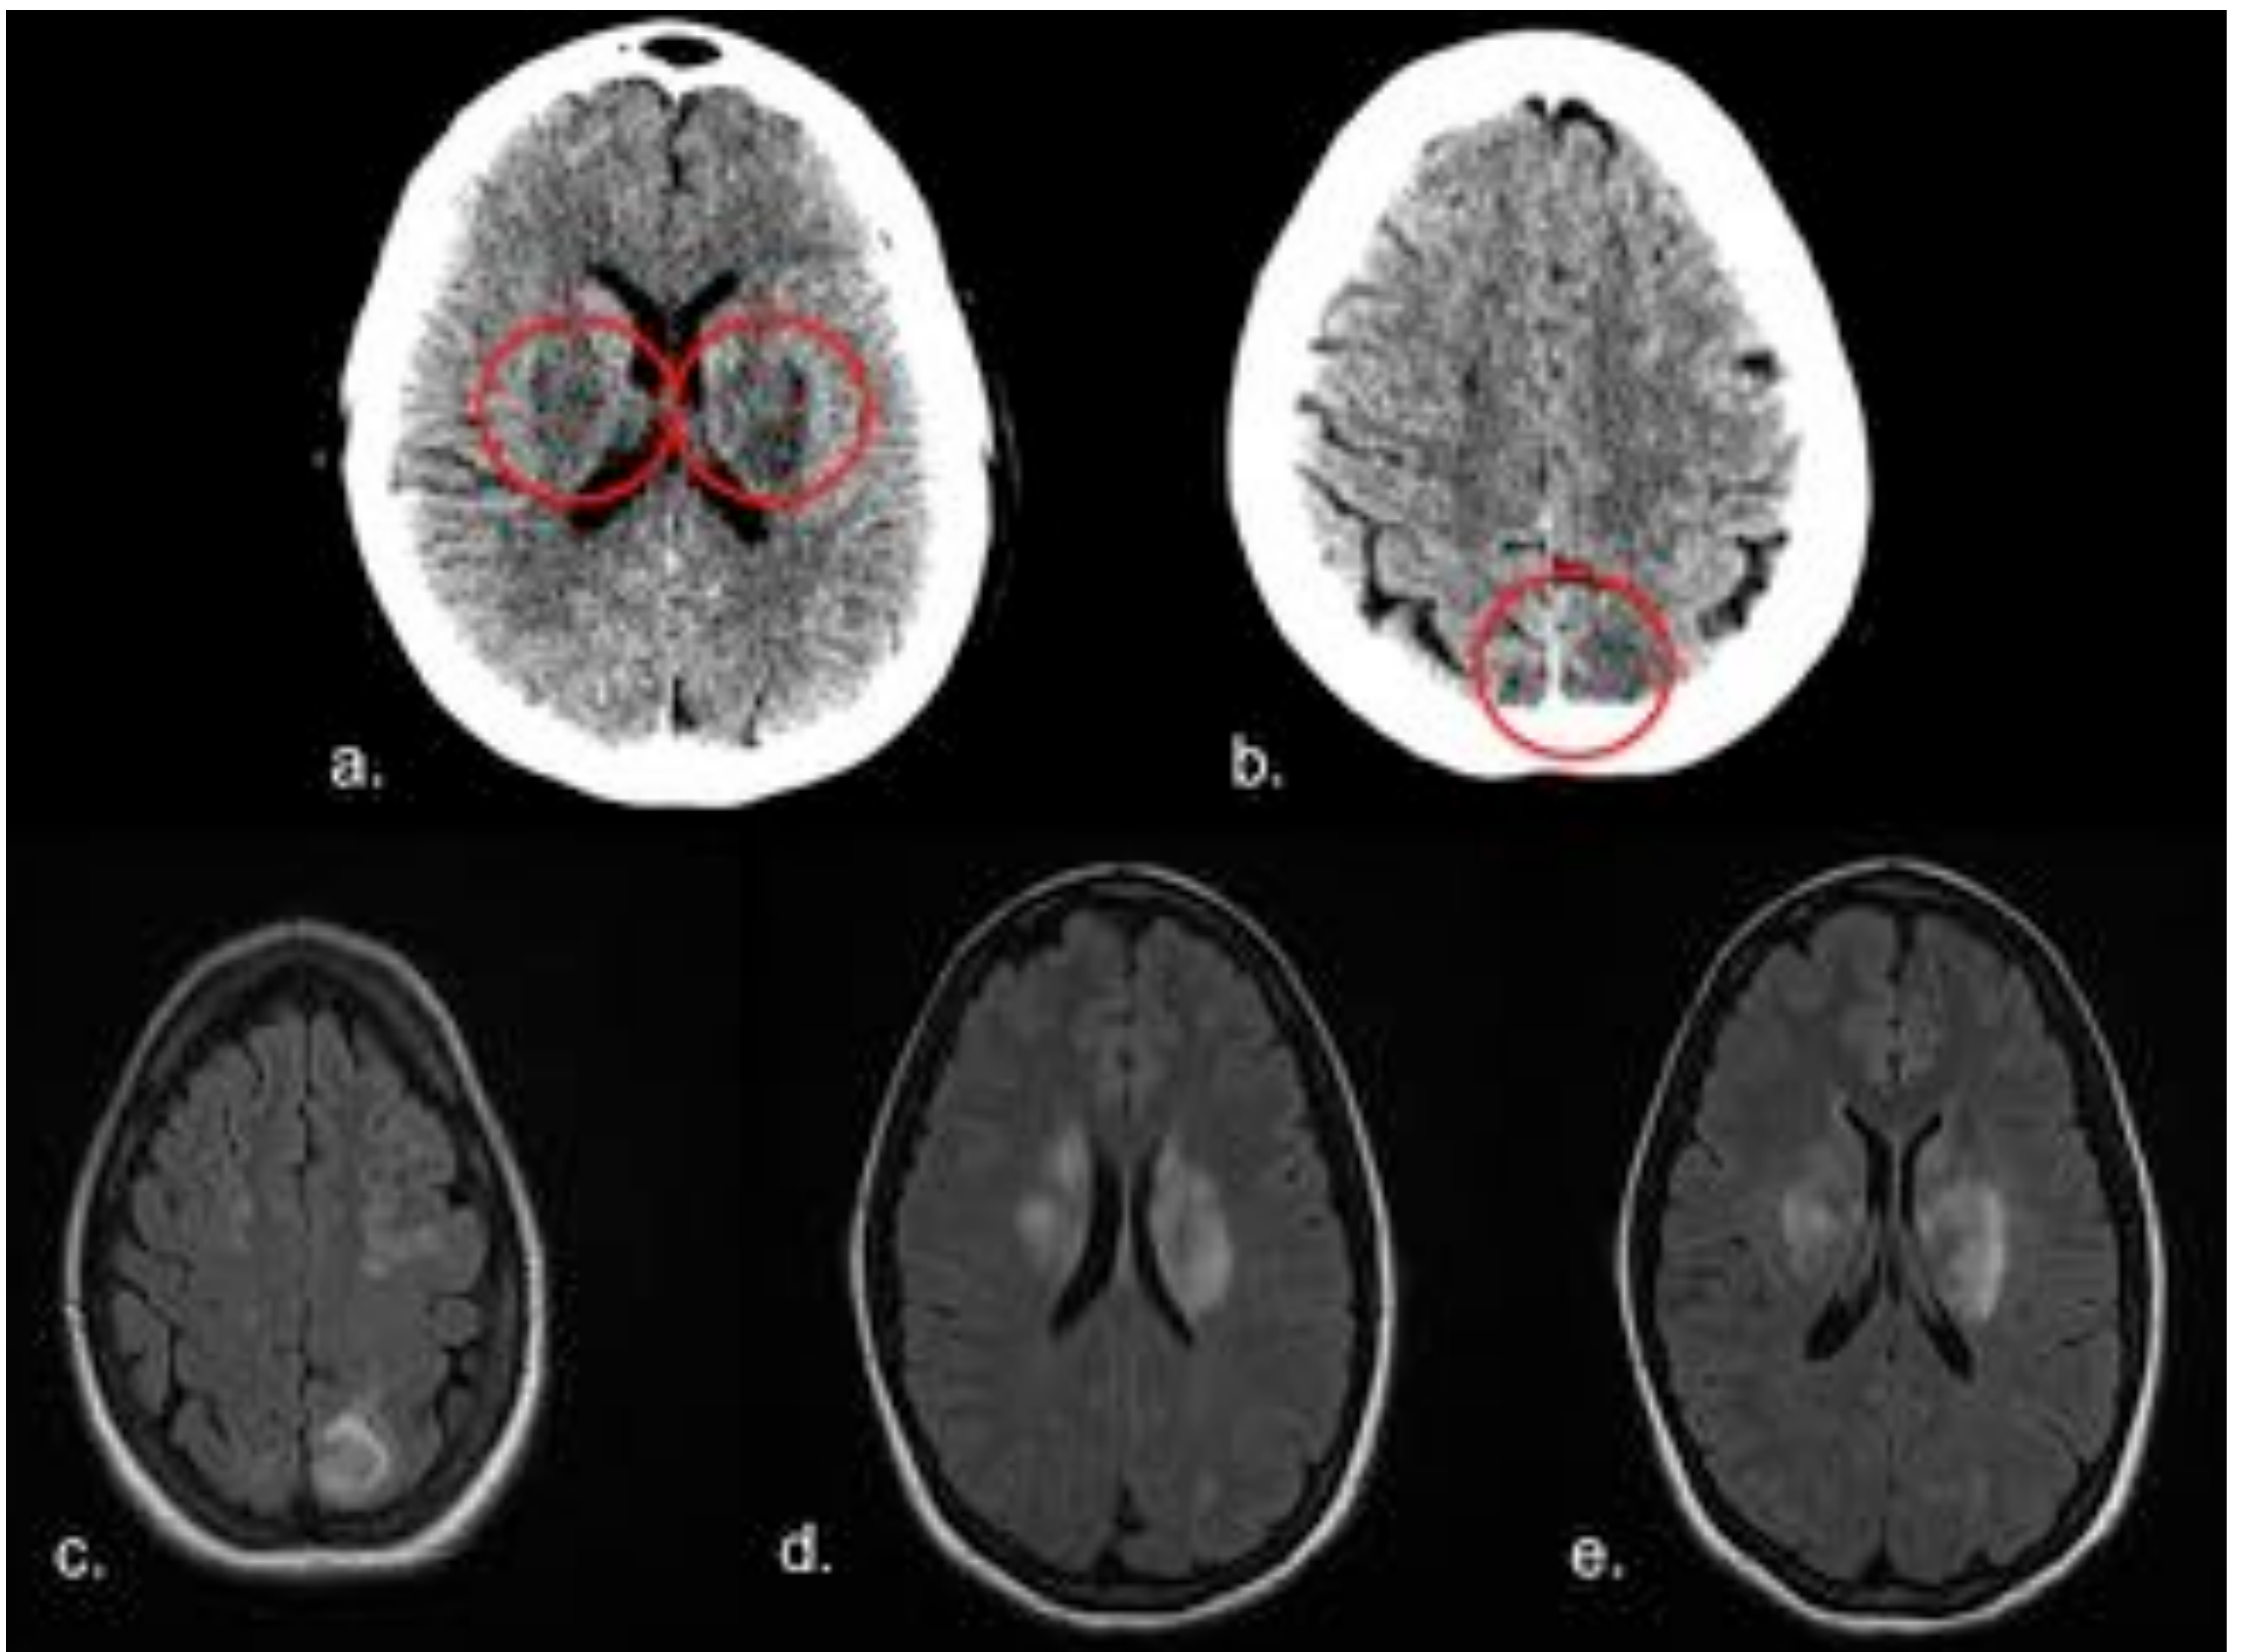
Encefalopatía posterior reversible (PRES) en mujer puérpera con cefalea. En el TC (a,b) se identifican áreas hipodensas en ganglios de la base y corticales parietales posteriores. En las imágenes FLAIR de RM (c,d,e) se corresponden con áreas hiperintensas, que no presentaban restricción en difusión.
